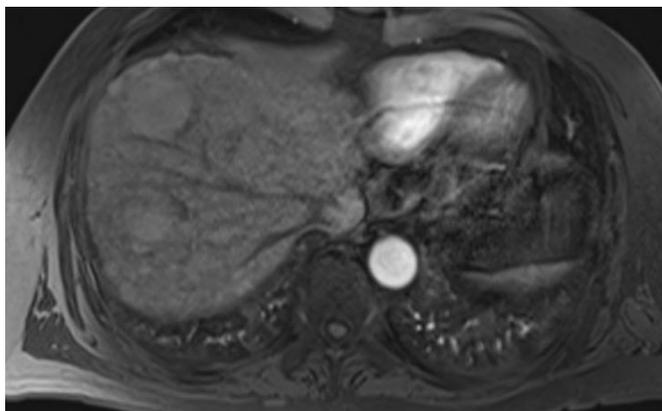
a, b. Resonancia de hígado. Corte axial, en secuencias T1 con contraste a los 20 segundos y al 1 minuto.
